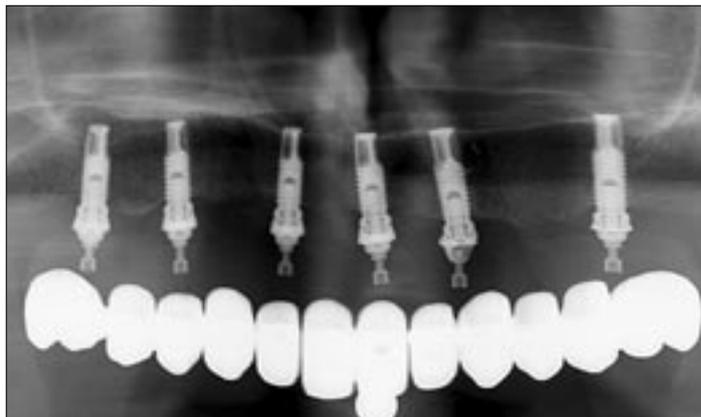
Radiografía panorámica a los dos años de la cementación.
